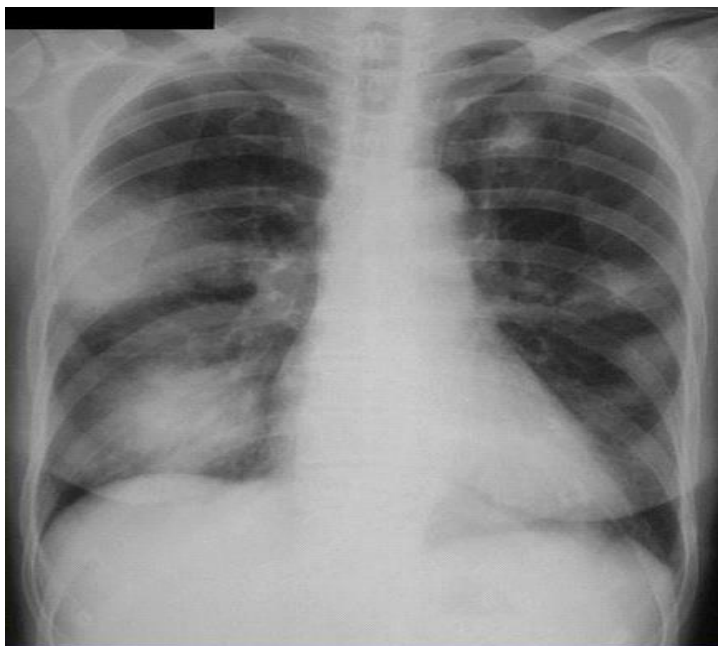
Рентгенологические признаки легионеллезной пневмонии. Наблюдается усиление и деформация легочного рисунка в средней и нижней долях по обе стороны. Визуализуются грубые утолщения висцеральной плевры.
